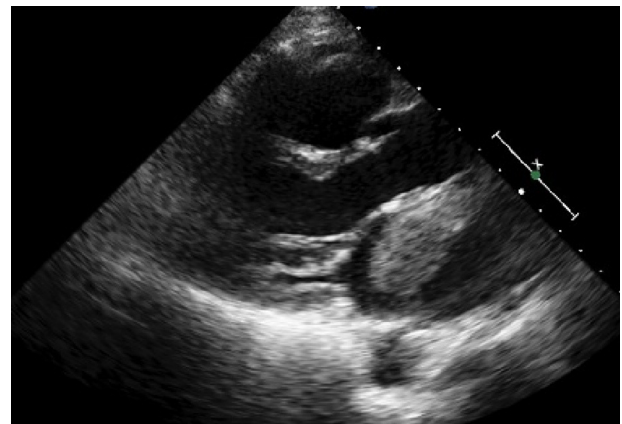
Ecocardiograma en eje largo paraesternal en el que se aprecia la masa en la aurícula izquierda en sístole.
